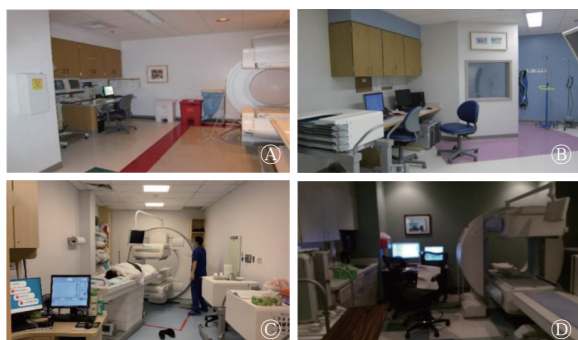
国外各医院 SPECT 机房布局实景图 A、B 分别为美国费城儿童医院单纯型 SPECT 机房布局实景图、融合 CT 功能的 SPECT 机房布局实景图; C 为新加坡中央医院 SPECT 机房布局实景图; D 为美国北卡罗来纳大学医学中心 SPECT 机房布局实景图 SPECT 为单光子发射计算机断层摄影术
